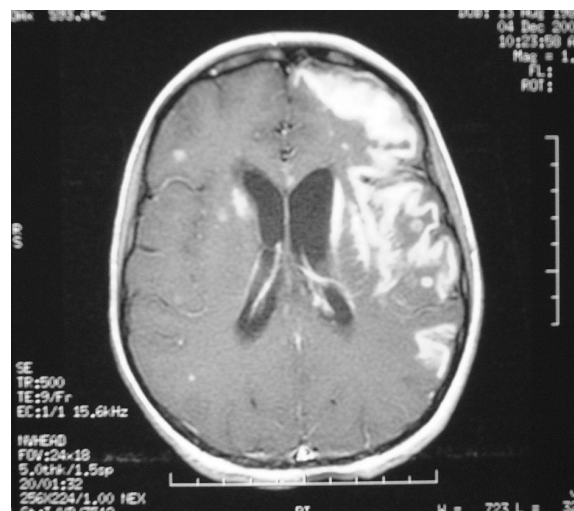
Resonancia magnética nuclear (RMN) con múltiples tuberculomas, junto con zonas de isquemia en ganglios basales, mesencéfalo y protuberancia.
